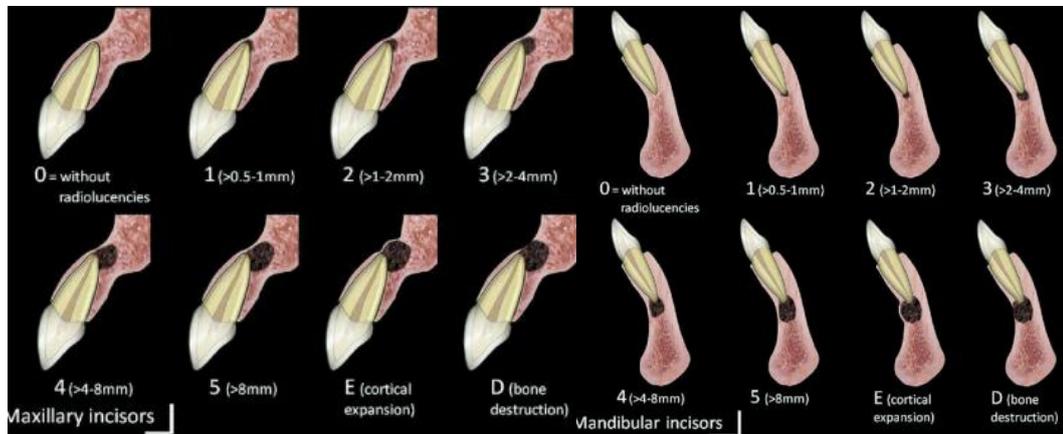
Índice CBCTPAI en incisivos (maxilares y mandibulares) ⁹².
